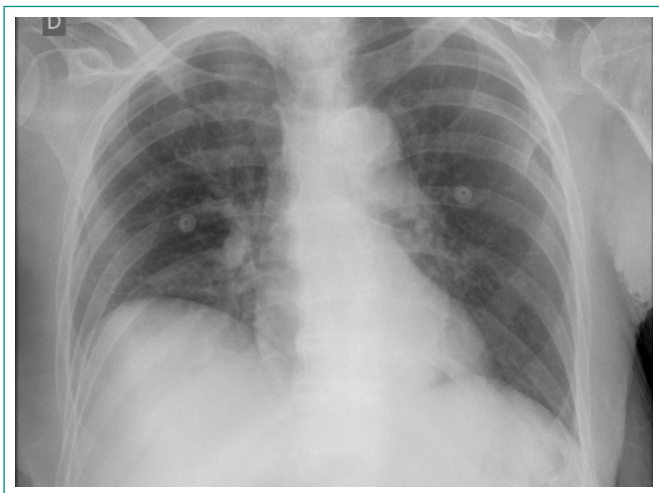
Radiografía de tórax sin hallazgos
